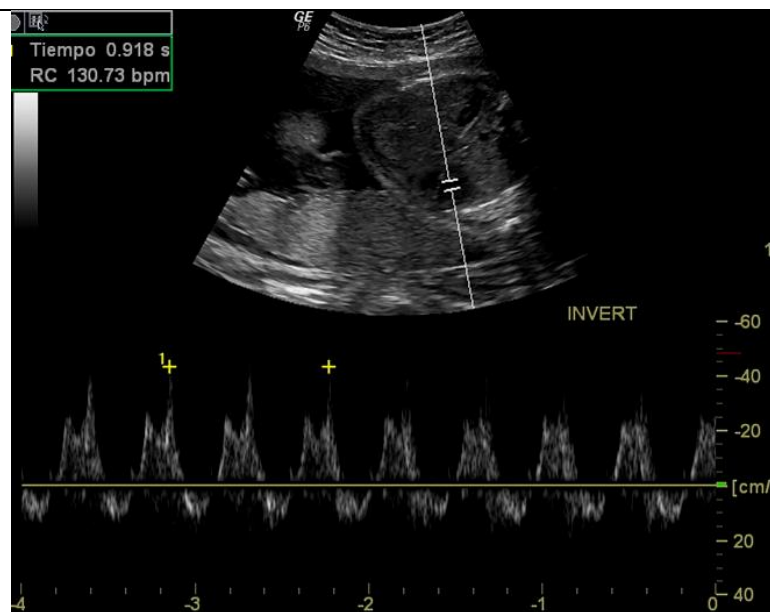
Ultrasonido Dúplex. En la parte superior de la imagen se observa el corazón fetal en escala de grises, con el volumen de muestra situado en el ventrículo, en la parte inferior se observa el espectro de la frecuencia cardíaca.
